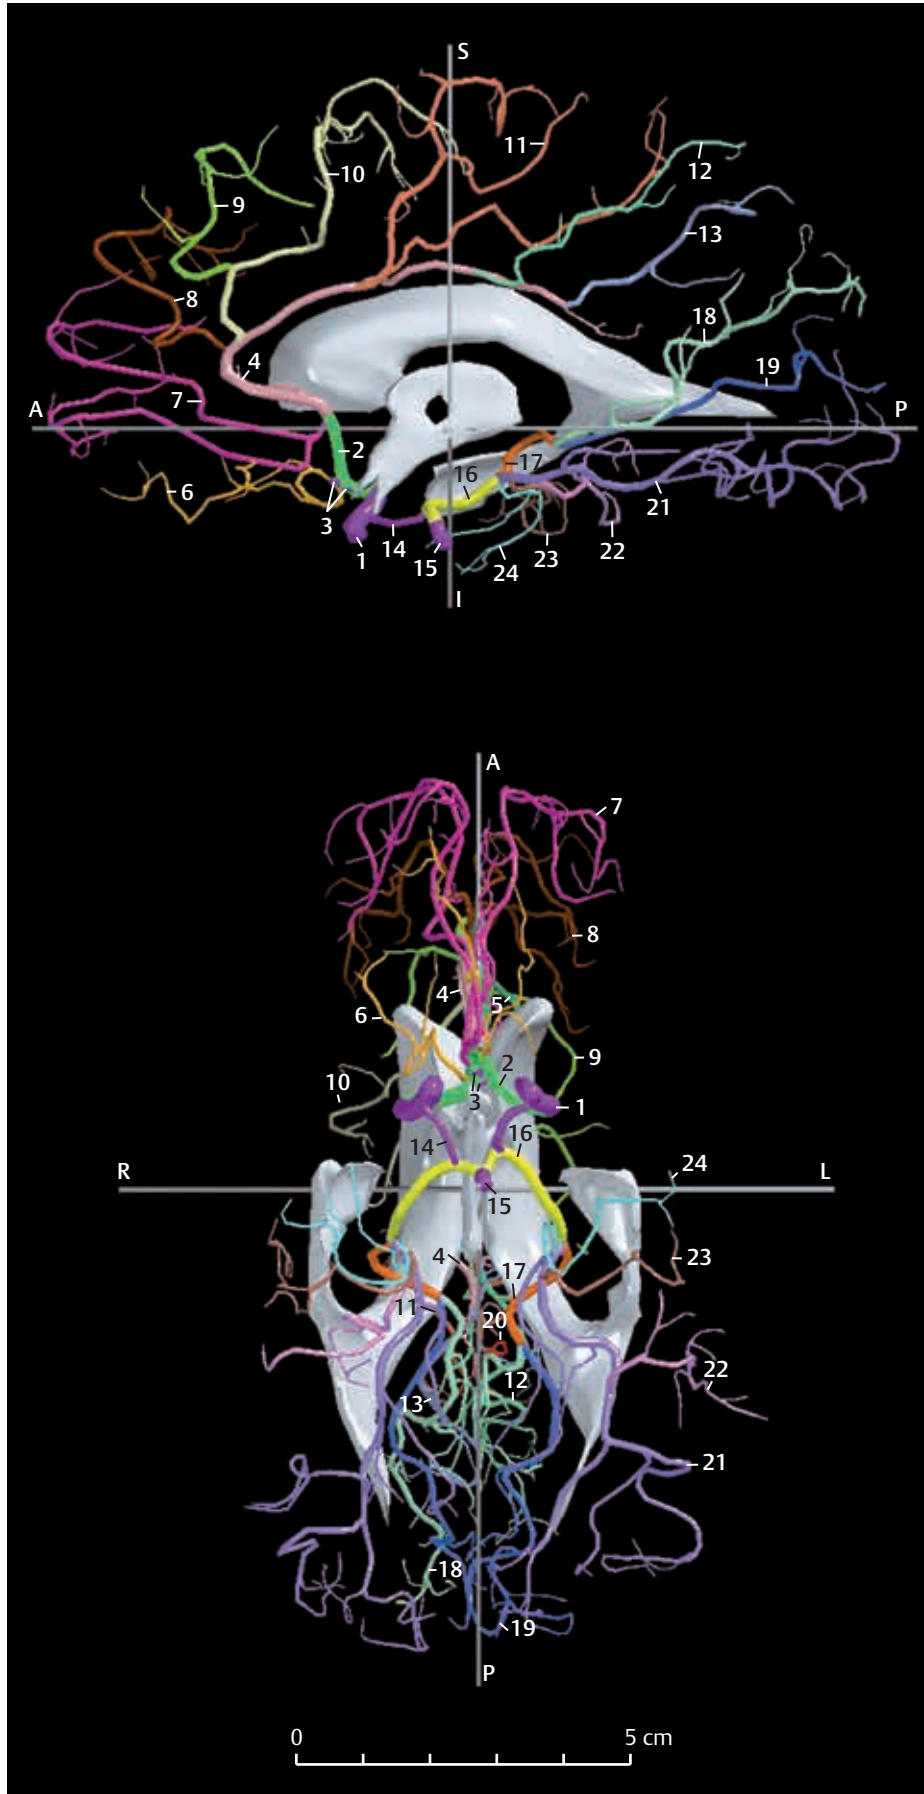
A. cerebri anterior mit Circulus arteriosus cerebri (Willis) und A. cerebri posterior. Circulus arteriosus cerebri (Willis), A. cerebri anterior mit ihren terminalen Ästen und A. cerebri posterior mit ihren terminalen Ästen innerhalb des bikommissuralen Koordinatensystems. CT-Aufnahmen.
